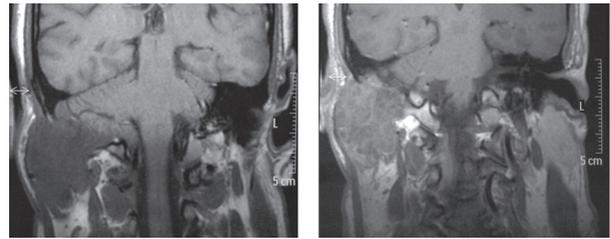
Resonancia magnética fase T1 y T2 con gadolinio, corte coronal.
